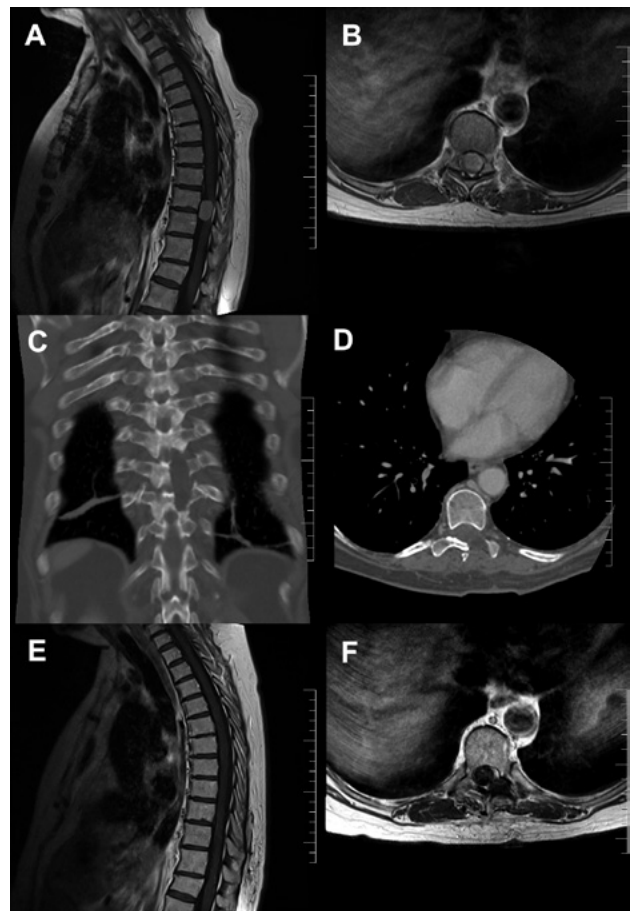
Meningioma anterior. A y B: RMI T1 con contraste muestran lesión T9 de localización anteromedular levemente lateralizada a la derecha. C y D: TAC postoperatoria evidencian hemilaminectomía izquierda. E y F: RMI T1 con contraste postoperatoria muestra exéresis completa de la lesión.
